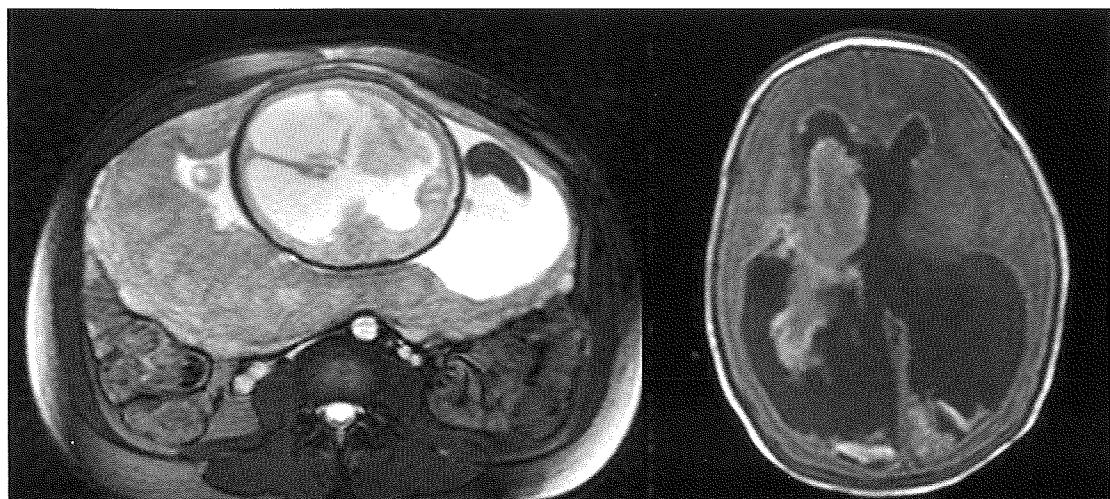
A fetal MRI b-FFE image (left) taken at 32 weeks gestation revealed marked ventriculomegaly and a mass in the ventricle, which was estimated as hematoma. Postnatal MRI T1 weighted image (right) taken 2 days after the birth showed the hematoma attaching the choroid plexus with some niveou formation at the bottom of posterior horn. Initially, the baby was diagnosed as ventriculomegaly after fetal intraventricular hemorrhage and discharged without surgery. However, the baby developed hydrocephalus and had a VP shunt when he was 2 months old.
